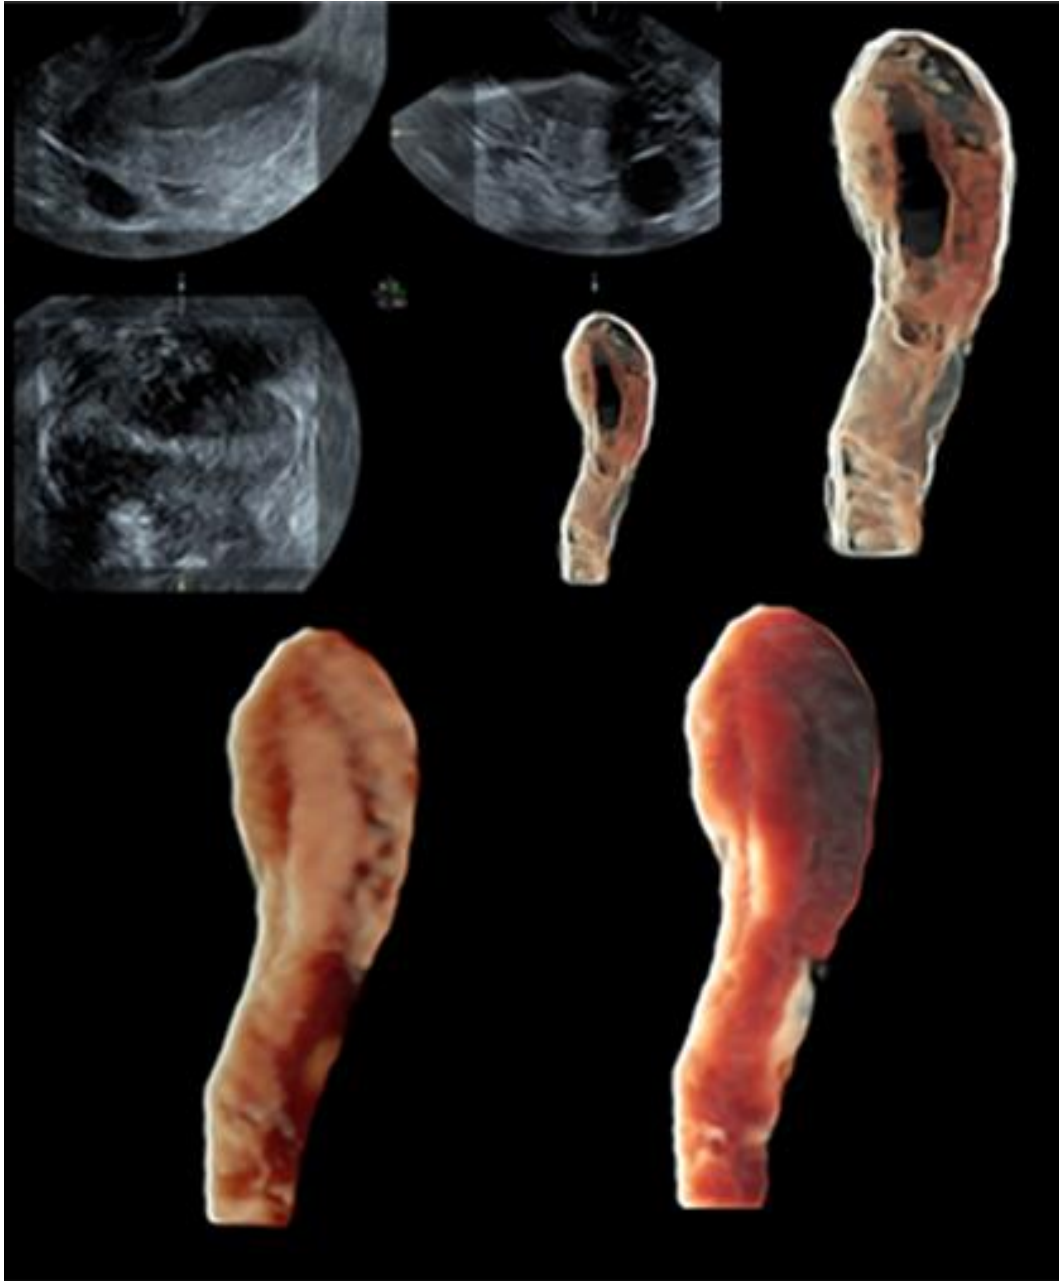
Útero unicorne IId, sin cuernos rudimentarios, visto con modo Silueta arriba y ecografía HDLive modo tijera abajo.
